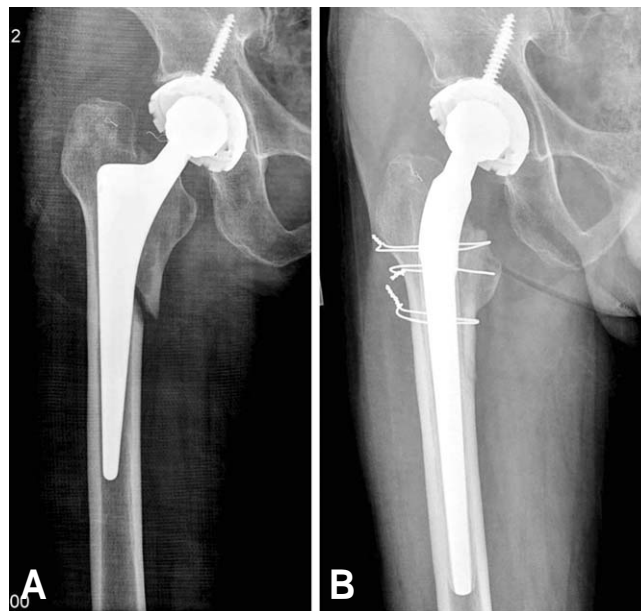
(A) A type B2 fracture. (B) The fracture was treated with an uncemented long-stem prosthesis and 3 wires. The radiograph demonstrates good healing of fracture with stable prosthesis.
